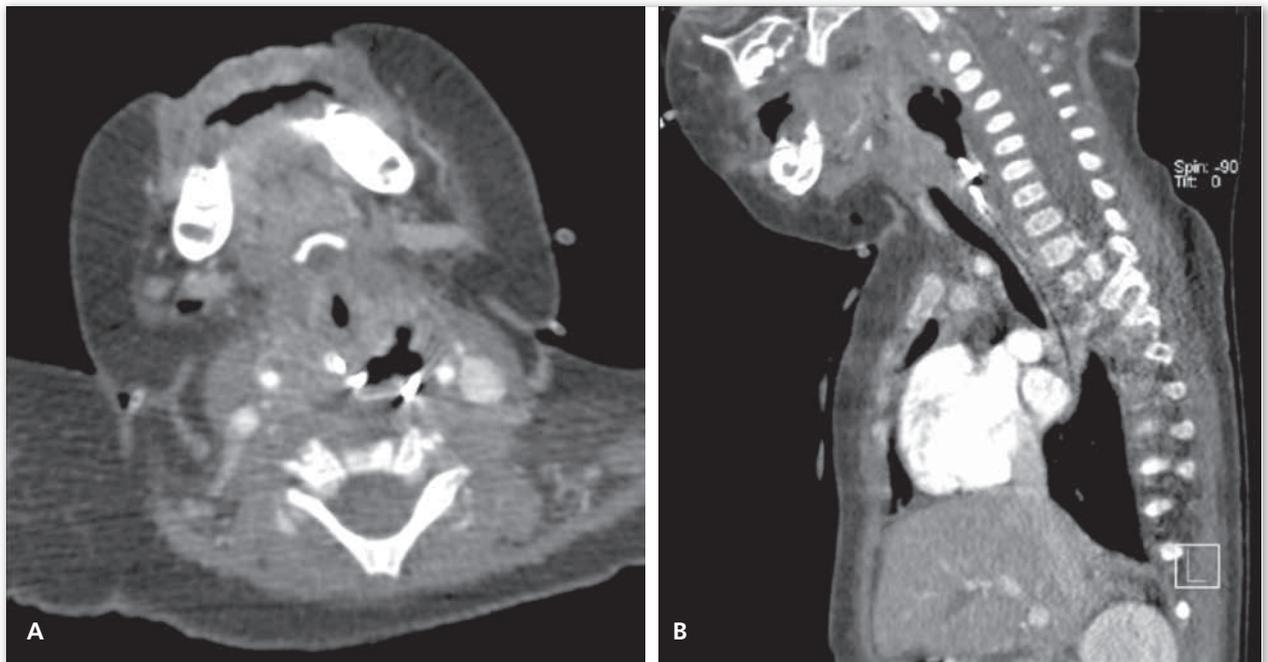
TAC cervical y torácico: colección retroesofágica con niveles y parte contraste en su interior.
